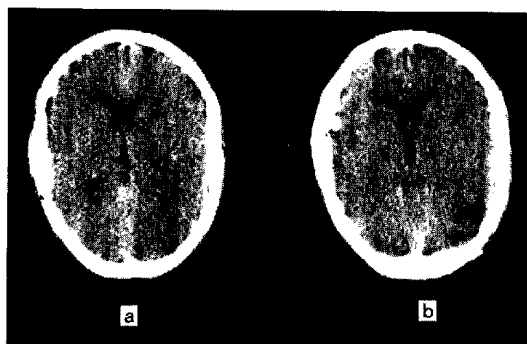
CT scan of Case 2 performed on the 9th day, and 3 months after the attack. No abnormal findings can be seen.
